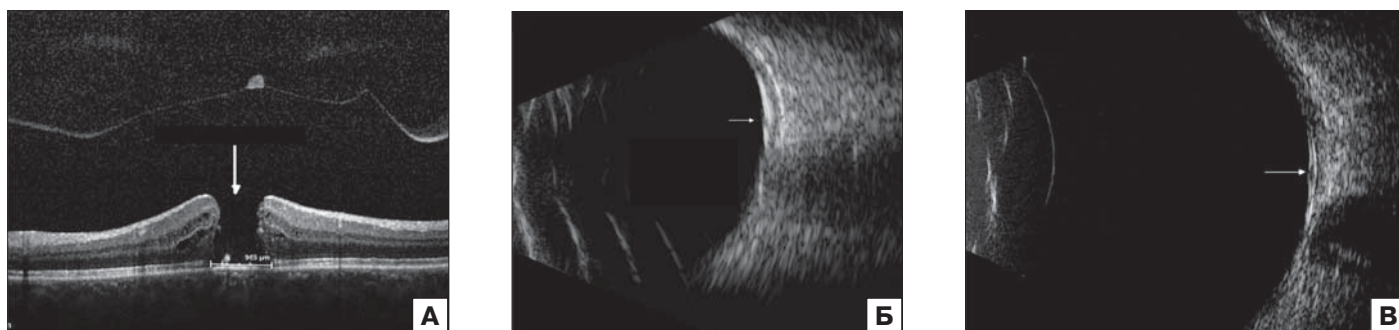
Макулярный разрыв IV стадии: А — оптическая когерентная томография: полная ЗОСТ в зоне фовеа с «крышечкой», сквозной разрыв с кистовидным отеком краев, базальный диаметр более 900 мкм; Б — эхограмма в В-режиме с использованием датчика частотой 10 МГц: определяется локальная проминенция оболочек в макулярной зоне (стрелка); В — эхограмма в В-режиме с использованием датчика частотой 20 МГц: визуализируется локальное подковообразное утолщение макулярной зоны со сквозным дефектом (стрелка)
